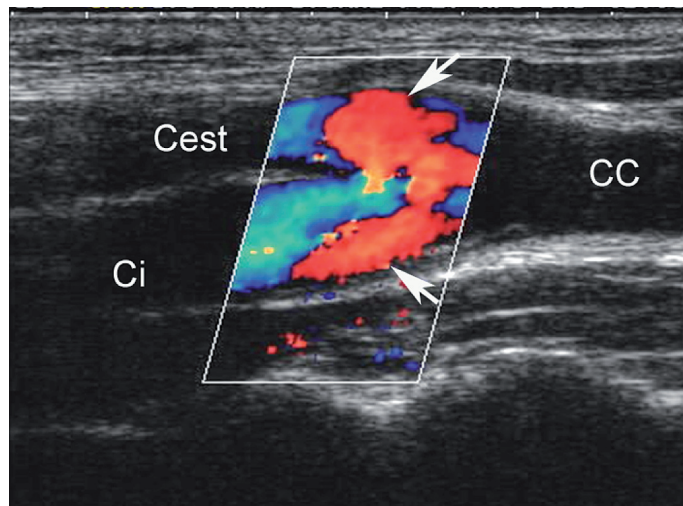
RIRICIRCOLO CAROTIDEO. Uno dei maggiori vantaggi del power Doppler si evidenzia nel campionamento di segmenti vascolari dove il segnale color Doppler è confuso sia per le forti fluttuazioni di velocità che per la comparsa di flusso *reverse*. In questi casi il segnale color Doppler può invertire il colore (come indicato dalle frecce nell'immagine riportata) o generare un mosaico di colori in cui diventa difficile o impossibile determinare la direzione del flusso e la velocità. Questa situazione si realizza a livello della biforcazione carotidea dove il setto divisorio genera flussi elicoidali secondari o come sul profilo esterno della carotide interna dove si realizza un ricircolo con inversione del flusso (frecce). CC = carotide comune, Ci = Carotide interna; Cest = Carotide esterna.
